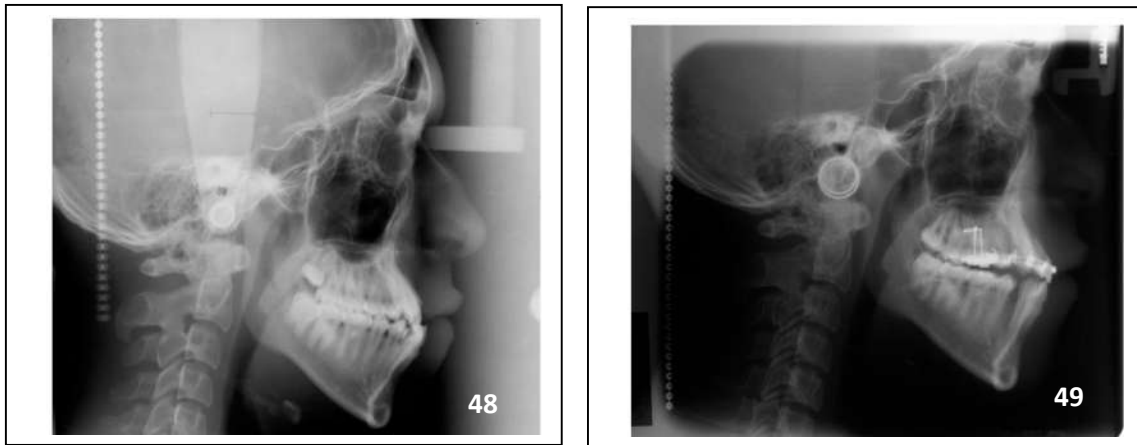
Radiografías lateral de cráneo de inicio (48) y final (49).
